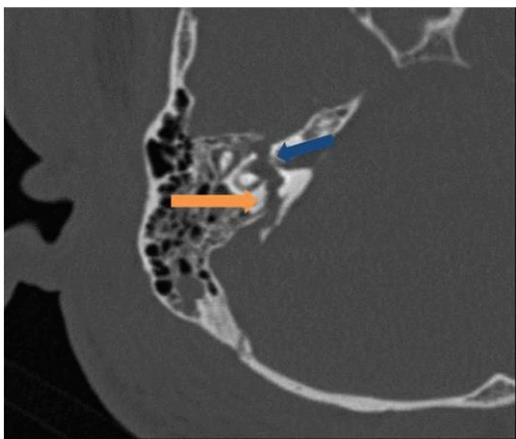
Tomografia computadorizada que mostra fratura do tipo transversal e *optic capsule violating*. O nervo facial está indicado pela seta azul e o traço de fratura pela seta cor de laranja.³⁶
